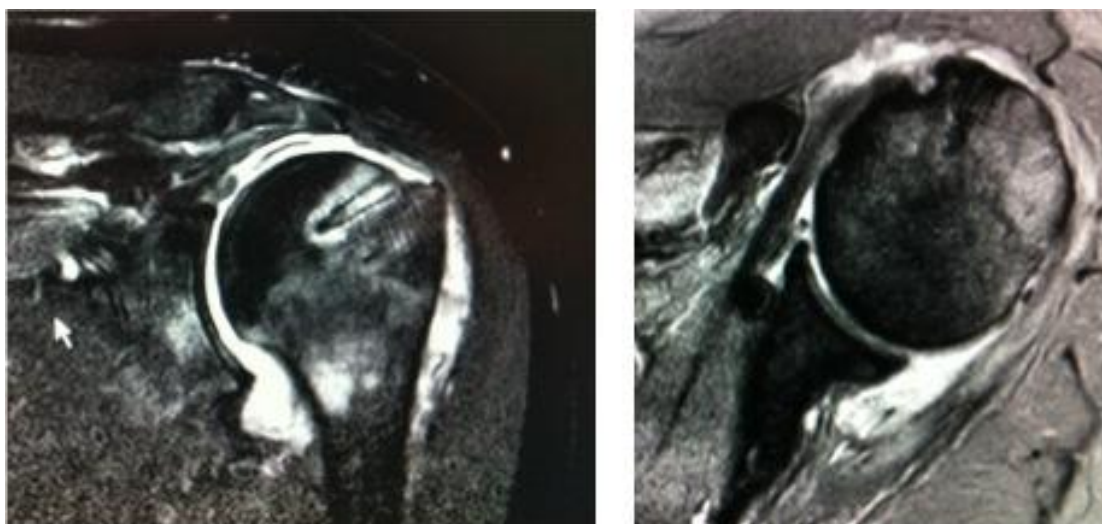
Imágenes de resonancia magnética en un corte coronal y un corte axial de un hombro izquierdo, en secuencia T2, en el que se aprecia una re-rotura del manguito rotador. Se puede apreciar edema óseo alrededor de la zona del anclaje y un ascenso de la cabeza humeral con respecto a la cavidad glenoidea.
